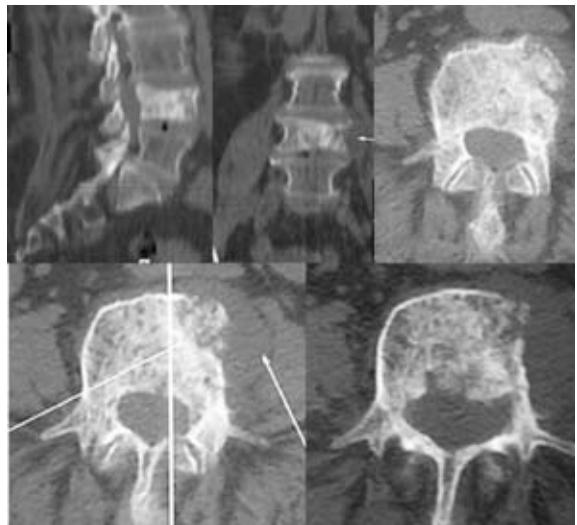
КТ. Опухоль тела L_I.
